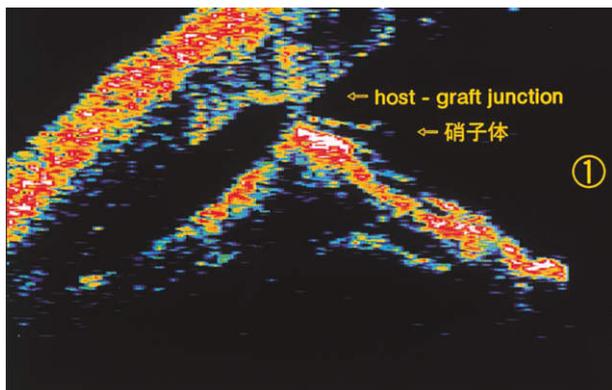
図 1 の ① に相当する optical coherence tomography (OCT) 像。
